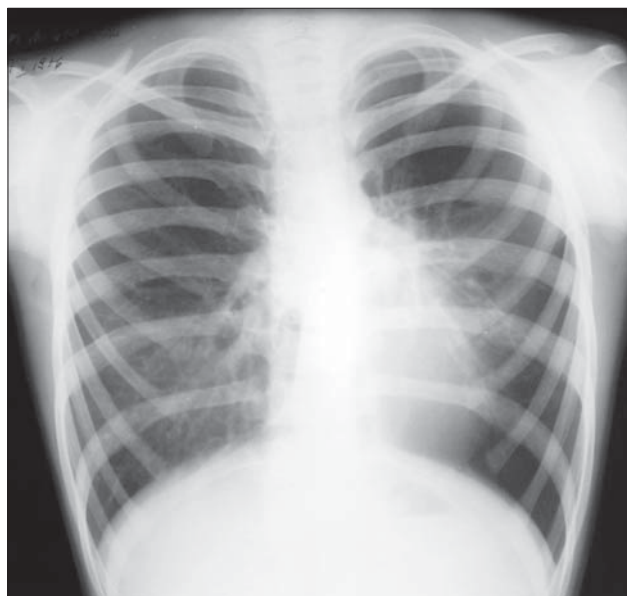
Pectus excavatum sever. Radiografie toracică PA. Torace de tip emfizematos. Deplasarea mediastinului către stânga.
